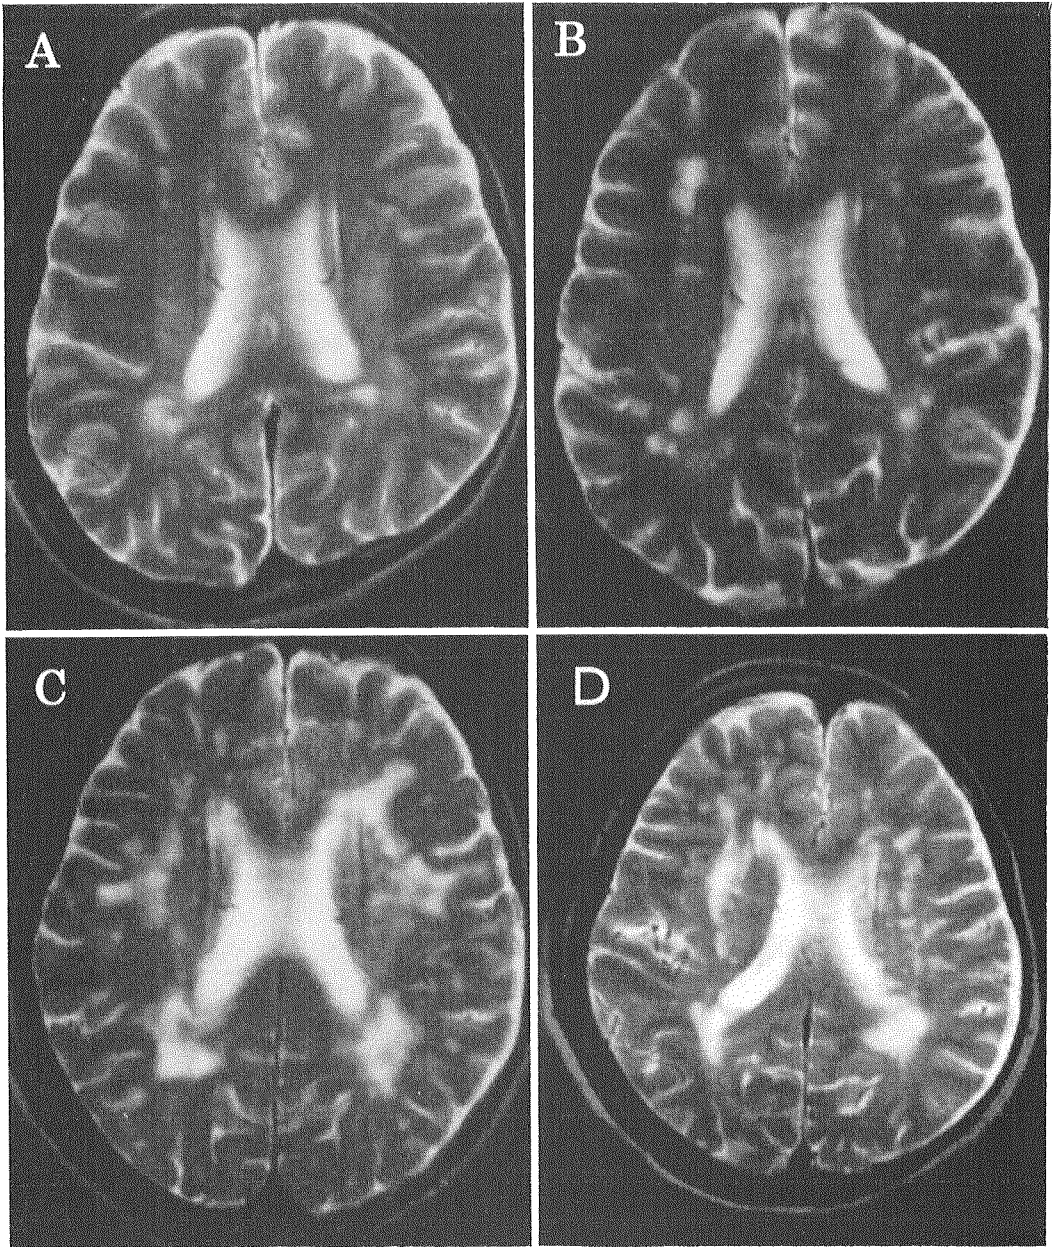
臨床的に痴呆症状を認めない同胞4例(A:36歳:IV-18, B:45歳:IV-13, C:70歳:III-5, D:70歳:III-6)の頭部MRI T<sub>2</sub>強調画像。脳萎縮, 脳室拡大, 両側白質にび慢性の高信号領域を認める。
